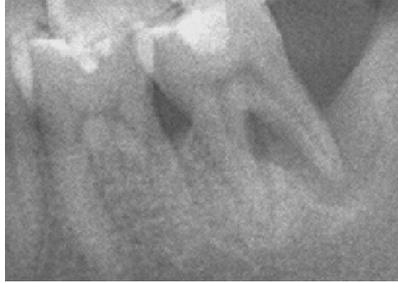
Periapical view.
